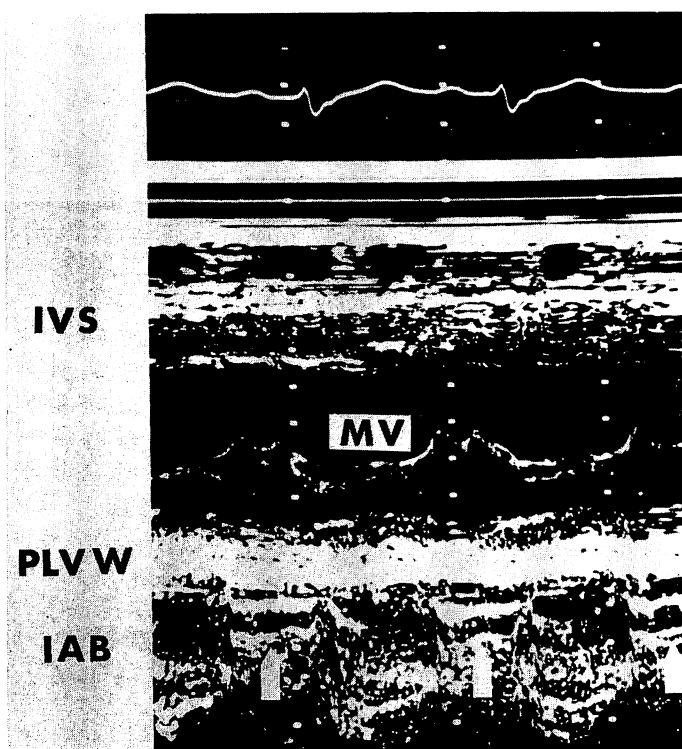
Echocardiogram of a patient treated by intra-aortic balloon counterpulsation.
